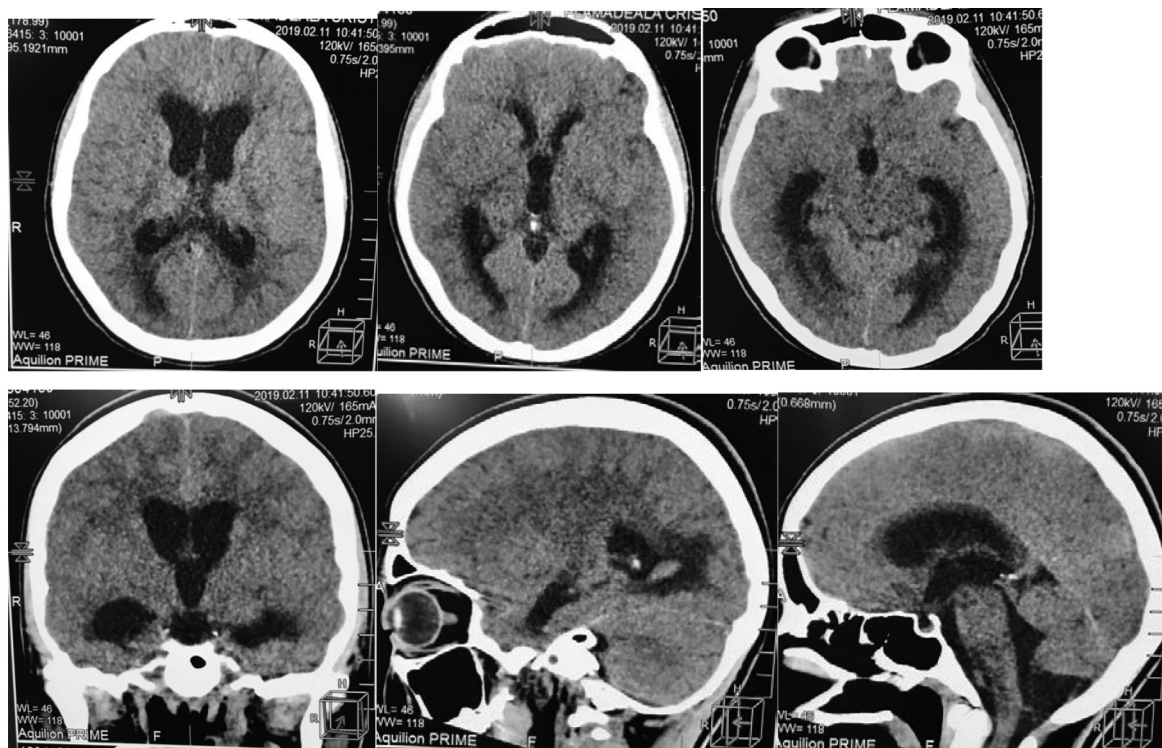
CT cerebral – se constată prezența unei hidrocefalii interne ocluzante.
